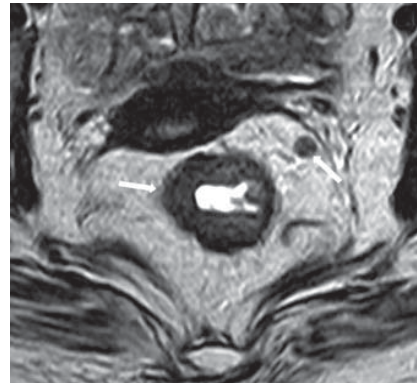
IRM coupe axiale en pondération T2. Tumeur du bas rectum avec adénopathie antérolatérale gauche dans le mésorectum avec marge latérale sur ce ganglion inférieure à 2mm
